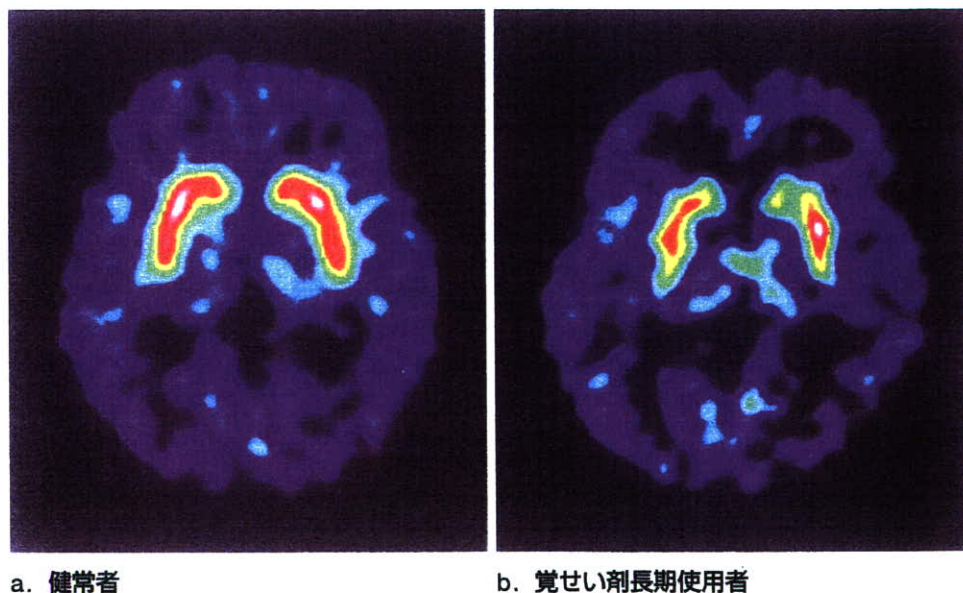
● ドパミントランスポーター (DAT) の PET 画像
